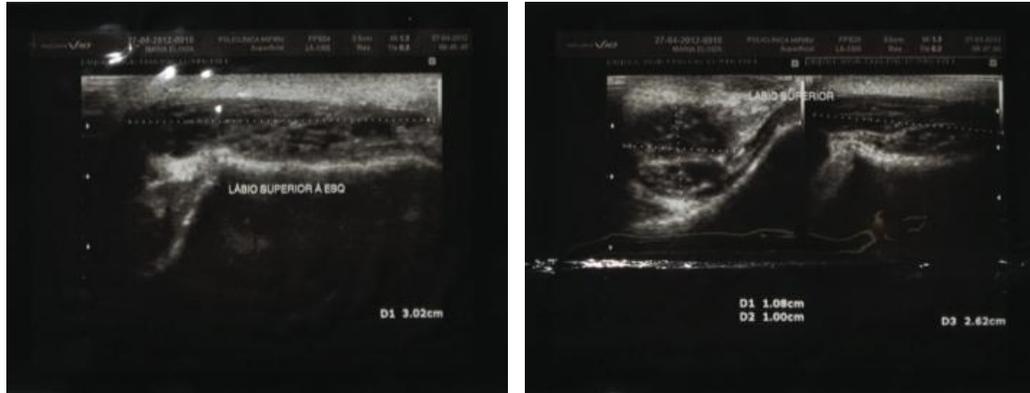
Ecografía Doppler en un hemangioma en labio superior.
